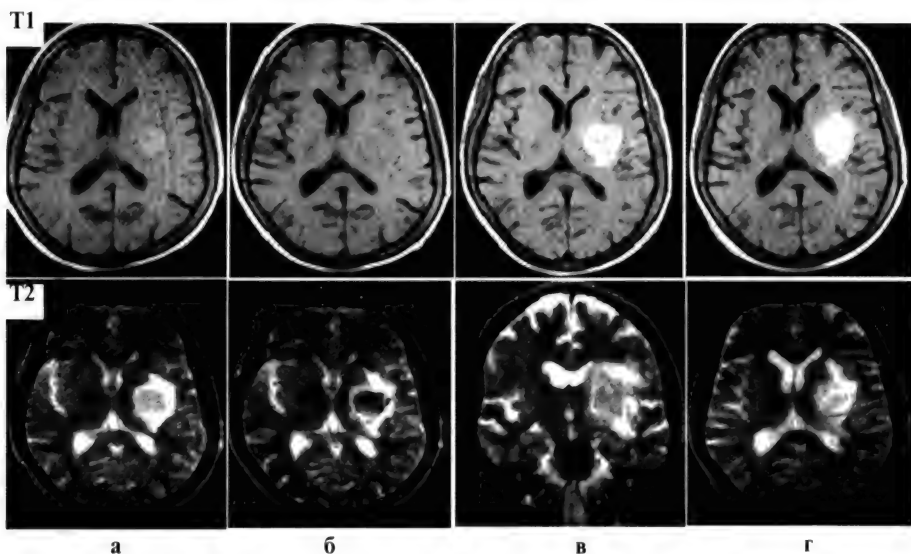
Динамика МРТ-изменений на T1- и T2-взвешенных изображениях при внутримозговом кровоизлиянии в левое полушарие большого мозга: а — 1-е сутки; б — 3-и сутки; в — 7-е сутки; г — 4-е сутки от развития геморрагического инсульта
